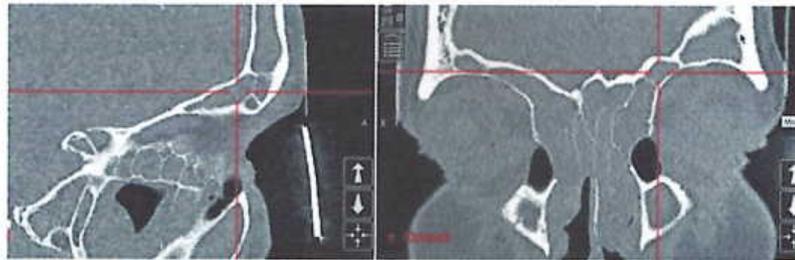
Gambaran CT Scan Sel Supra Bulla
